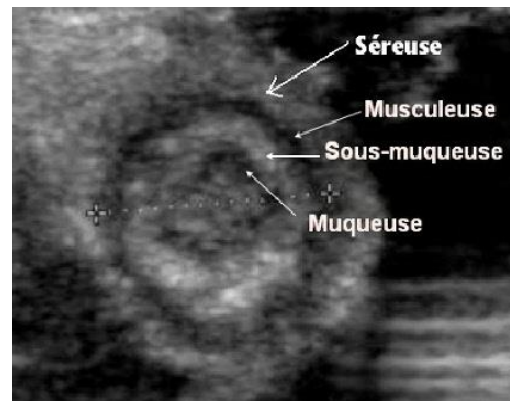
aspect échographique de l'appendice normal en coupe transversale
